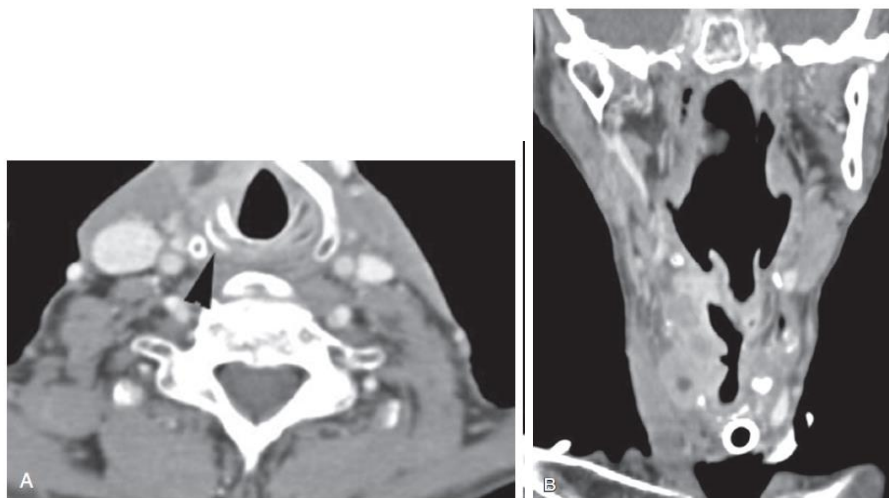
Massive transglottic carcinoma on computed tomography. A, Necrotic tumor has destroyed the right thyroid cartilage lamina. The right portion of the cricoid cartilage is sclerotic (arrowhead), which indicates involvement with tumor. The mucosal thickening adjacent to the cricoid and extending inferiorly (slices not shown) suggests subglottic extension. B, Reformatted coronal scan nicely demonstrates the craniocaudal extent of the tumor. Spiral scanning technology permits superb multiplanar reformations.
